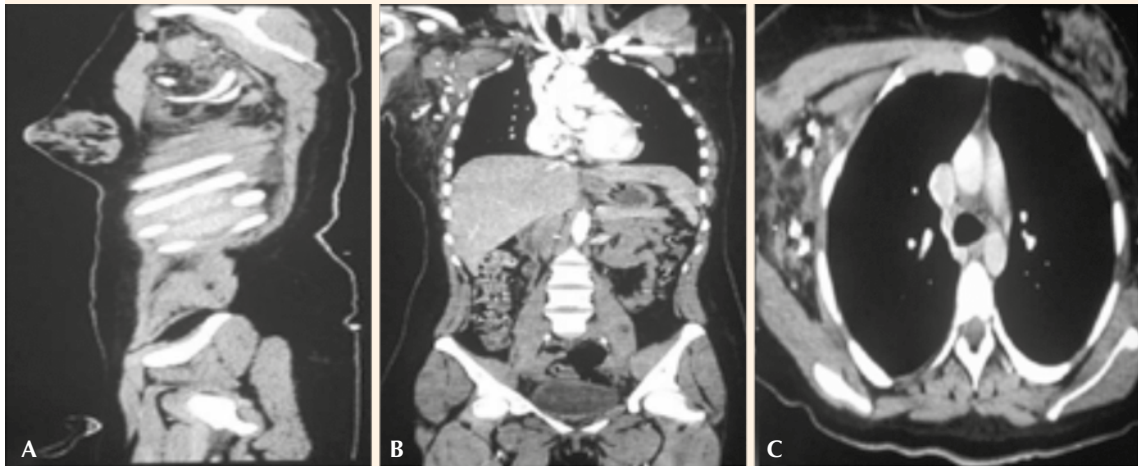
Tomografía en cortes coronal (A) y axial (B y C). Conglomerado ganglionar (4-8 ganglios) axilar e infraescapular derecho.
